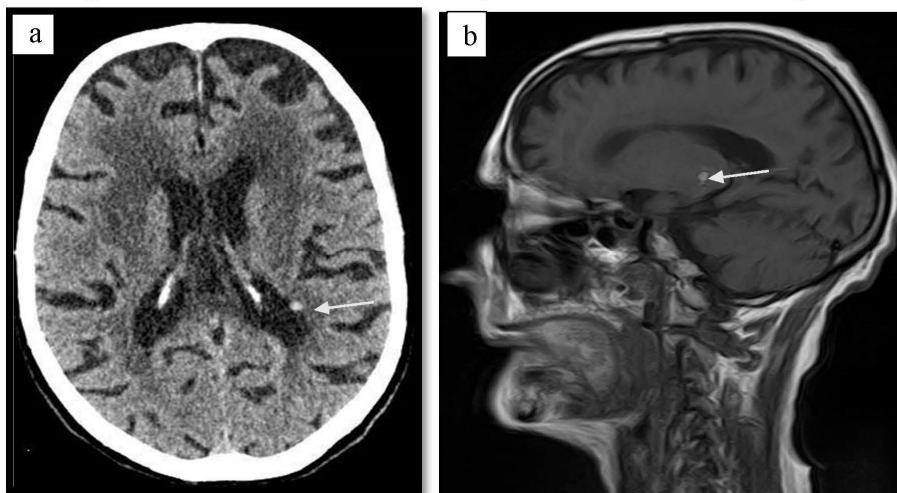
Multiples lésions du parenchyme cérébral dont la plus volumineuse siège au niveau du diencephale gauche (10mm), spontanément hyperdense en tomodensitométrie cérébrale(a) et hyper intense (b) en séquence IRM T1 (flèche blanche).
